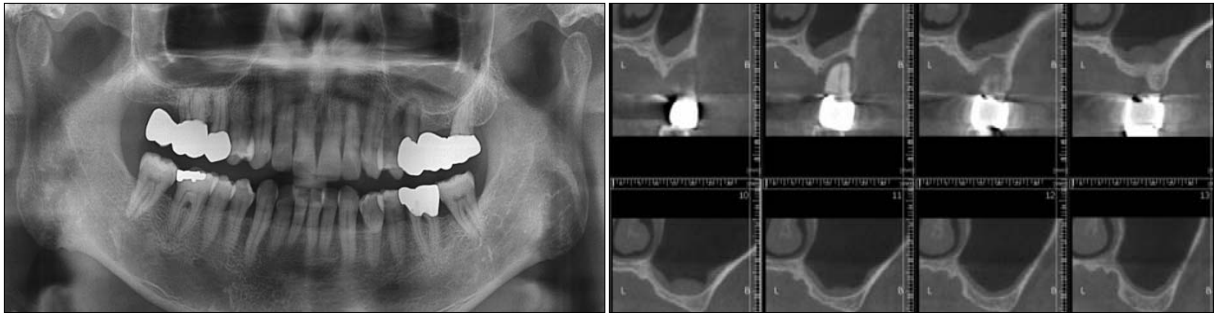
수술 전 파노라마 사진과 Dental cone beam CT의 협설측 절단면 사진, #25번 부위의 심한 골 파괴 양상 및 잔존골이 약 2-3mm 남아있는 소견을 보인다.
